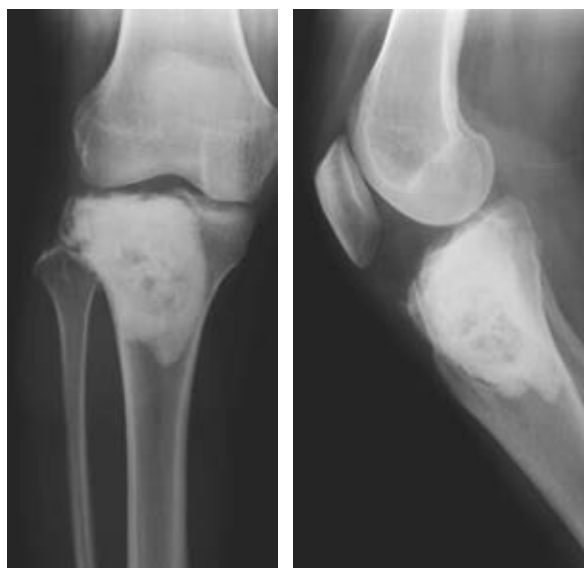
Radiografías simples postquirúrgicas (anteroposterior y lateral) de rodilla derecha con el resultado de la resección intracompartimental con fresado de alta velocidad más aporte de polimetilmetacrilato intralesional.
